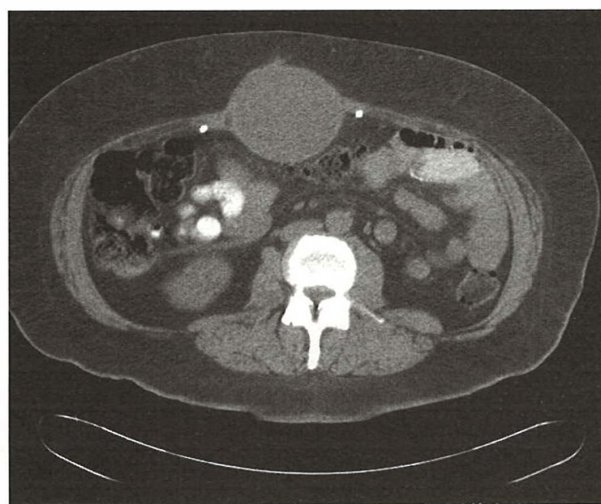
Aspect imagistic CT de serom după herniorafie pentru hernie incizională (vedere axială). De remarcat imaginile radiodense de o parte și de alta a colecției fluide, care reprezintă tack-urile cu care s-au fixat marginile plasei.
